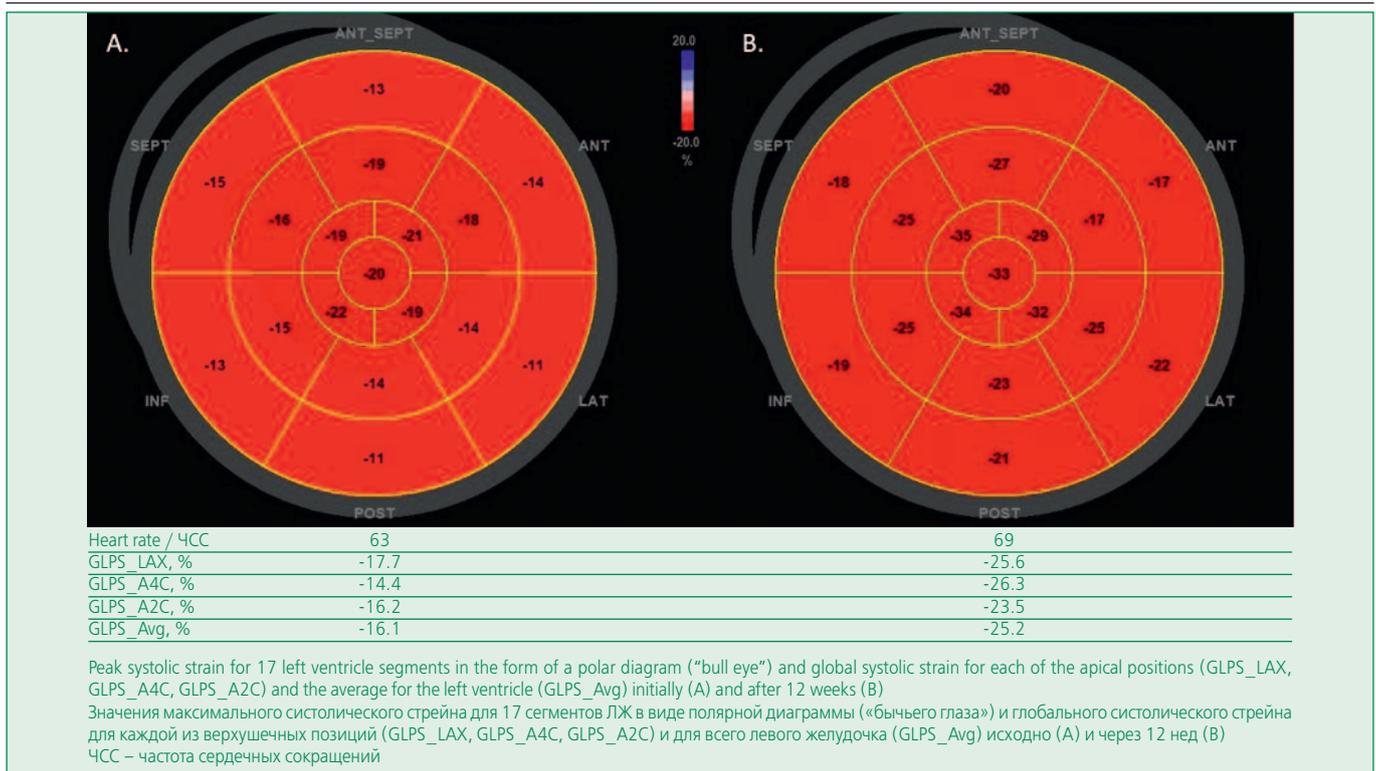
Transthoracic echocardiography in patient N. 56 years old with hypertension (stage II, degree 2)
